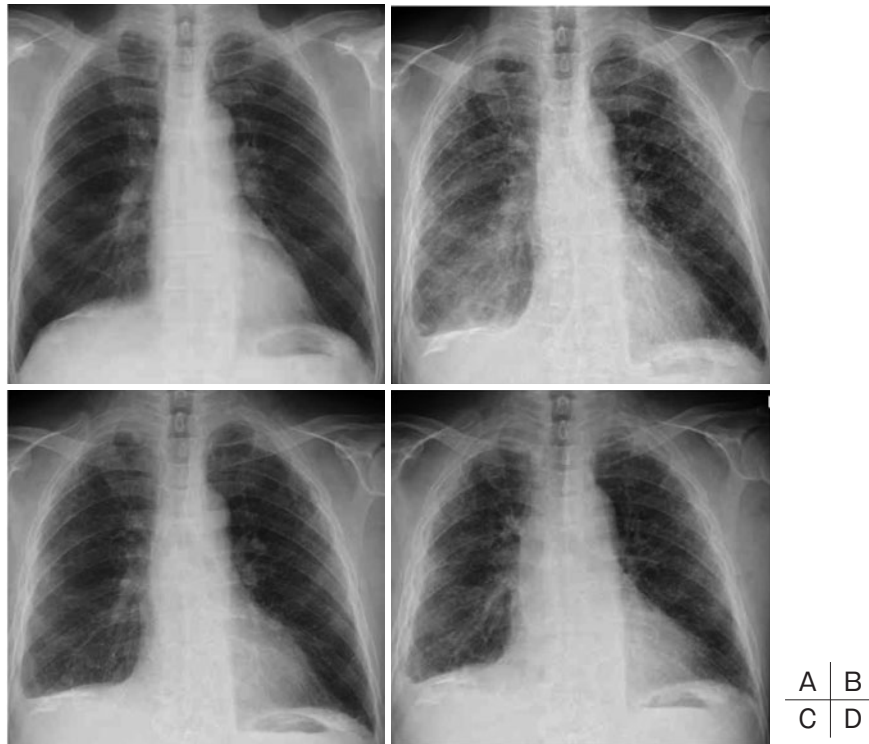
胸部X線写真の経過。(A) 初診時の20XX-7年には両肺びまん性に粒状影を認める。(B) 20XX-1年9月びまん性陰影が増悪し、右下肺野に浸潤影と少量の右胸水が出現。(C) 同年11月、治療により陰影はいったん改善したが、(D) 20XX年7月の最終入院時には再度増悪した。
